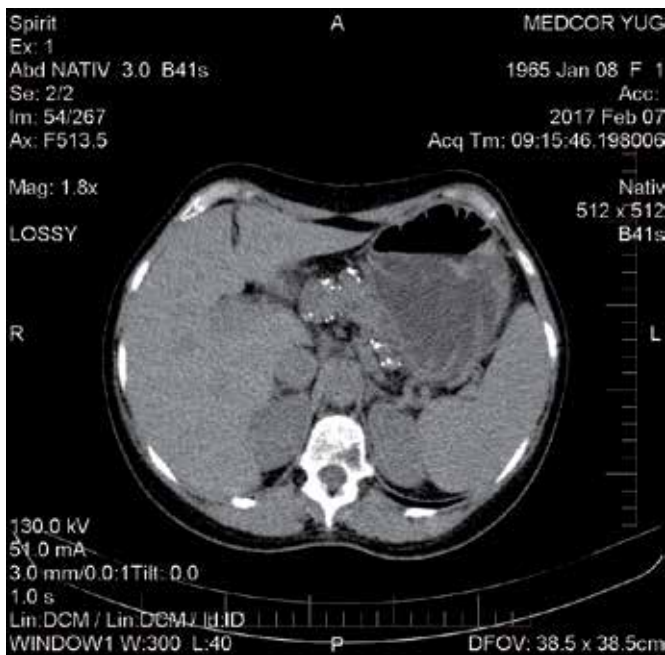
КТ пацієнтки зі спадковим ХП (21 рік, мутація катіонічного трипсिनотену). ПЗ дещо збільшена. Структура неоднорідна через кальцифікати та дрібні кісти. По верхньому контуру в ділянці тіла ПЗ поодинокі дрібні кісти 5–6 мм без чіткого зв'язку з панкреатичною протокою. Діаметр протоки в ділянці тіла ПЗ до 5 мм. Контури ПЗ чіткі. Вільна рідина в черевній порожнині не визначається (власне спостереження).
